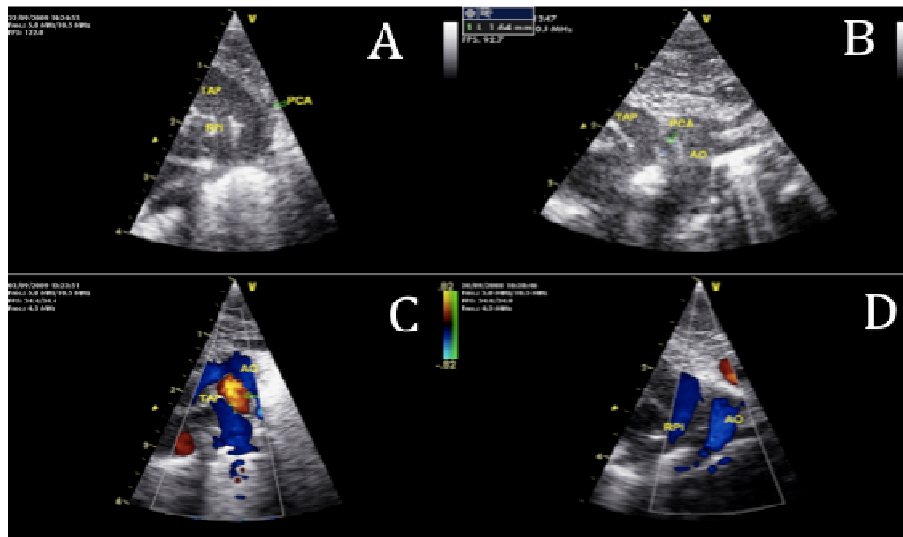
Plano Supraesternal Ecocardiográfico: A: Ductus amplio por ECO2D; B: Ductus pequeño-moderado (1,6mm) por ECO2D; C: Ductus amplio por Doppler color; D: Ductus cerrado. AO: Aorta, RPI: rama pulmonar izquierda; PCA: ductus; TAP: tronco pulmonar
